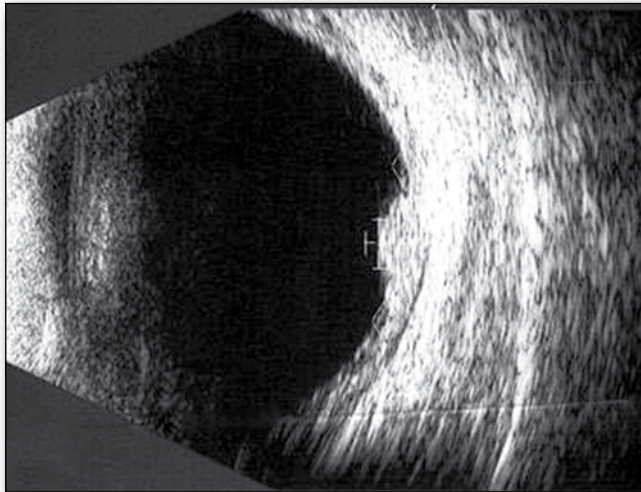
Wyjściowe badanie ultrasonograficzne prawego oka przedstawiające naczyniaka naczyńki z wysiękowym odwarstwieniem siatkówki.
